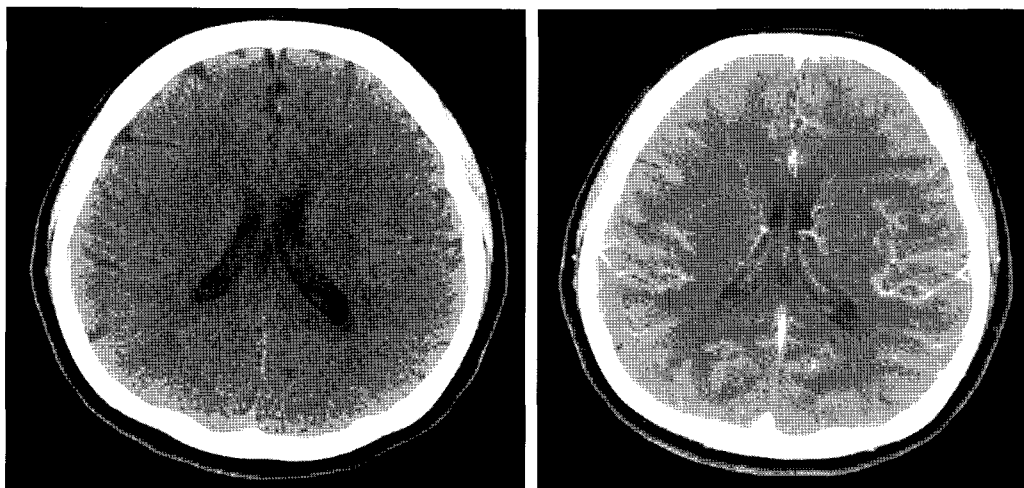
Brain CT scan on 4th hospital day. There is no definitive evidence of abnormality.
